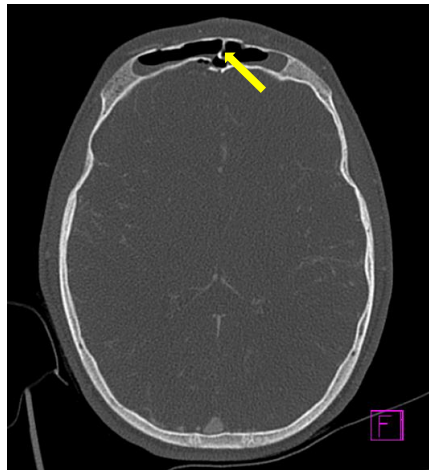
axialer Schnitt im CT des Patienten
